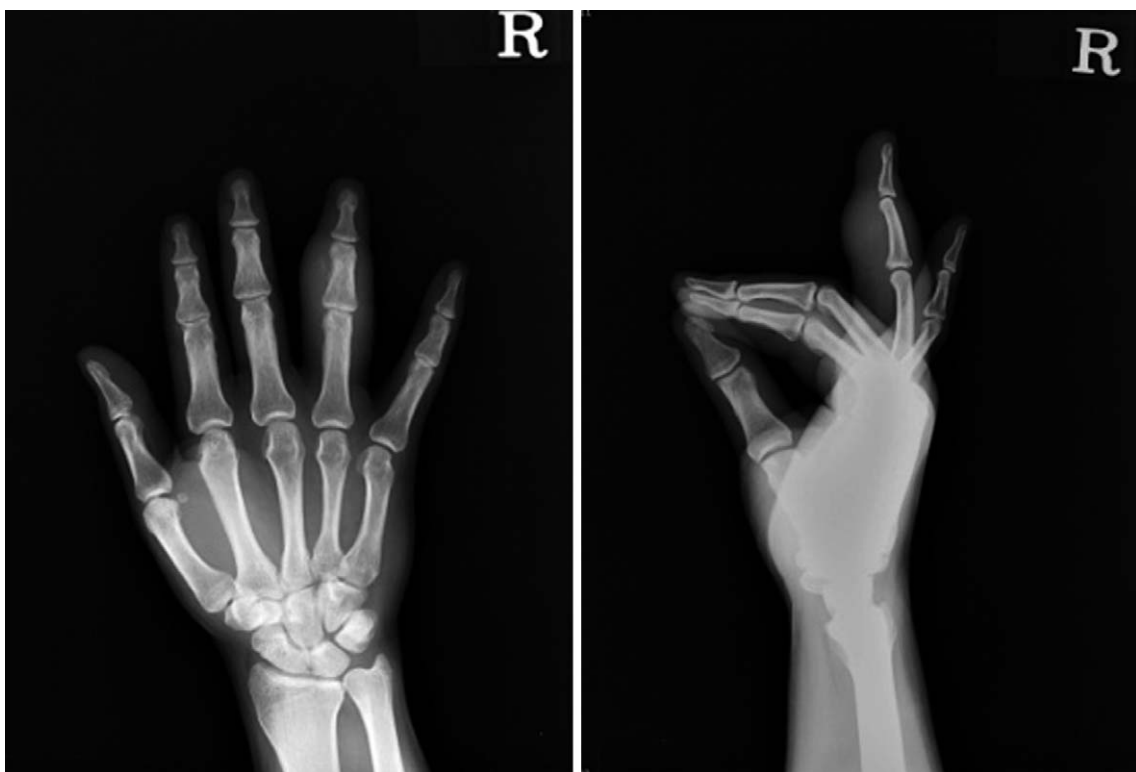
Radiograph showing the ossified mass and periosteal hypertrophy of the phalanx.
